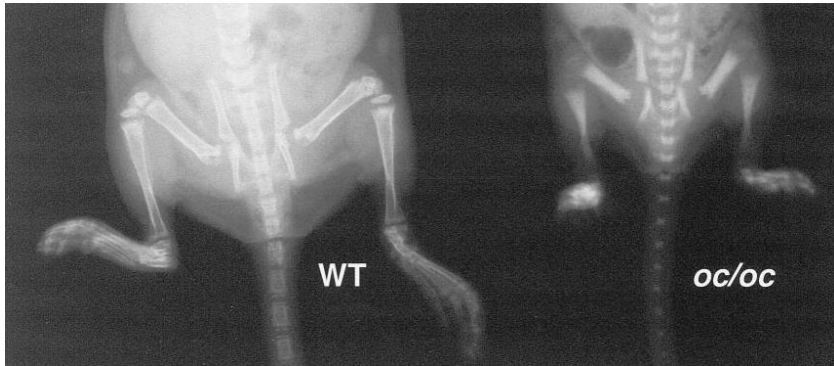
Osso osteosclerotico nel modello di topo *oc/oc*. Immagini radiografiche di un topo normale *wt* (a sinistra) e di uno osteosclerotico *oc/oc* (a destra). Si possono osservare il ritardo di crescita, l'aumento della densità ossea e le ridotte cavità midollari presenti nel modello *oc/oc* [156].
